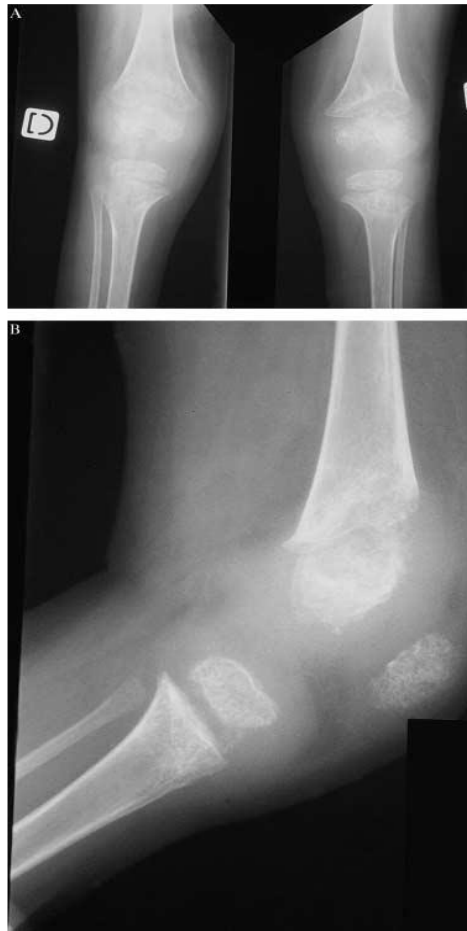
radiographie à l'âge de 3 ans d'un patient CINCA (A) vue antéropostérieure : grossièrement irrégulier, malformation trabéculaire des épiphyses élargies, (B) vue latérale : même aspect de malformation trabéculaire et ossification anormal de la rotule[45].
